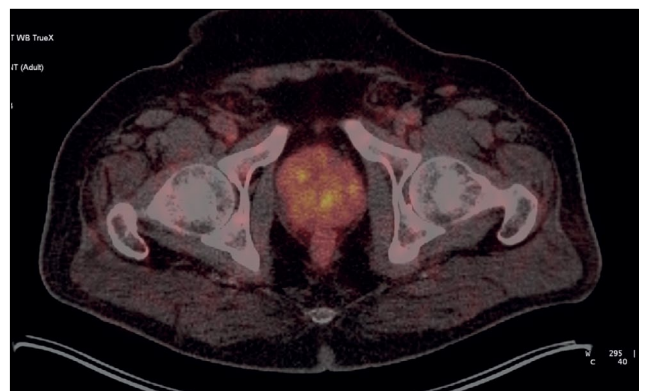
患者M, 69岁, ^{68}Ga -PSMA-11的PET/CT: 放射性药物积累灶位于前列腺, 肿瘤多灶性。
